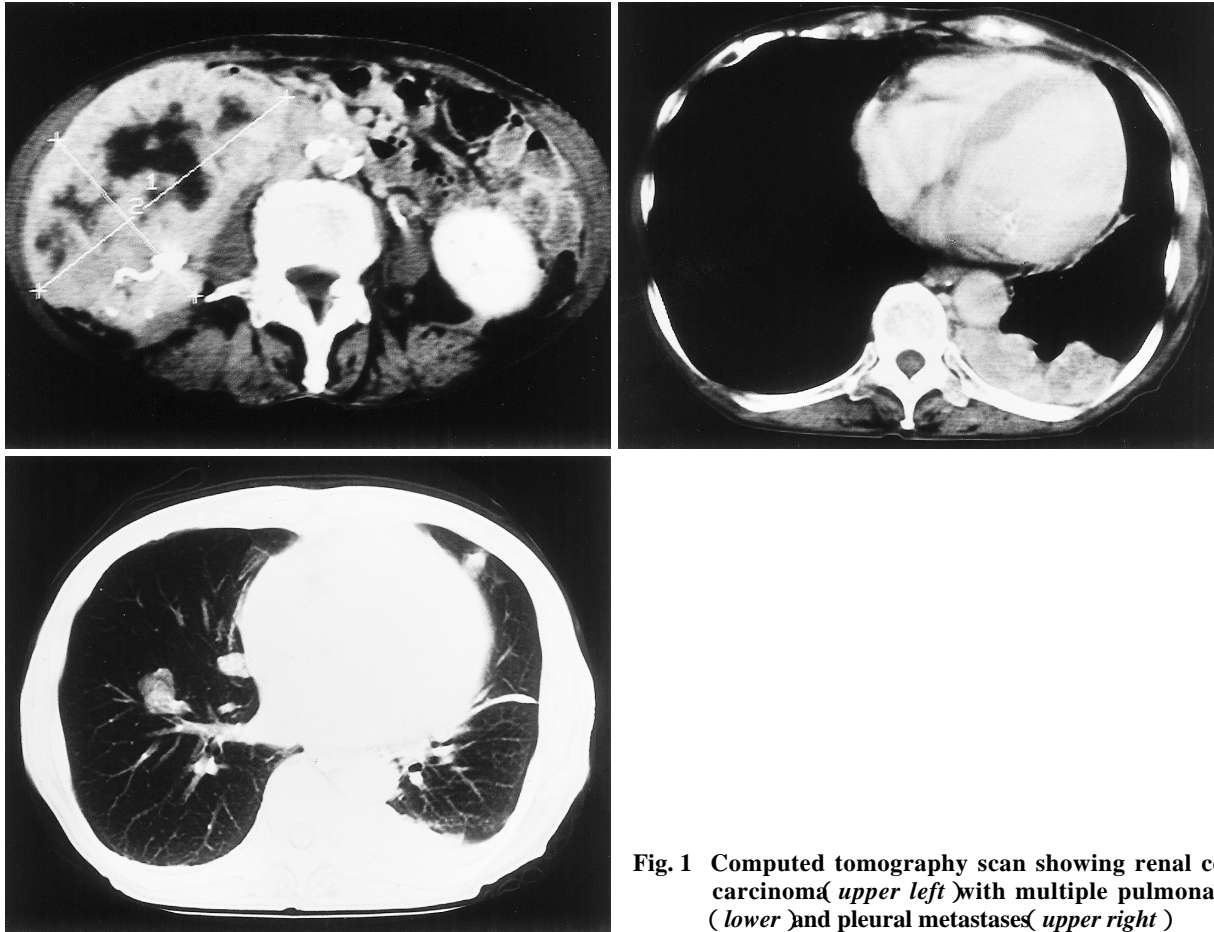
Computed tomography scan showing renal cell carcinoma (upper left) with multiple pulmonary (lower) and pleural metastases (upper right)
